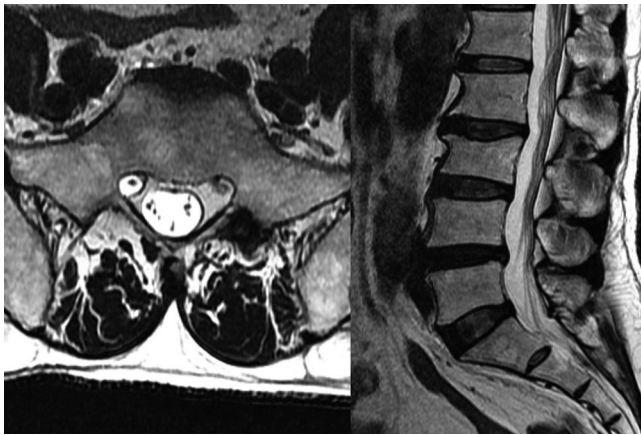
MR images before neurolysis.
